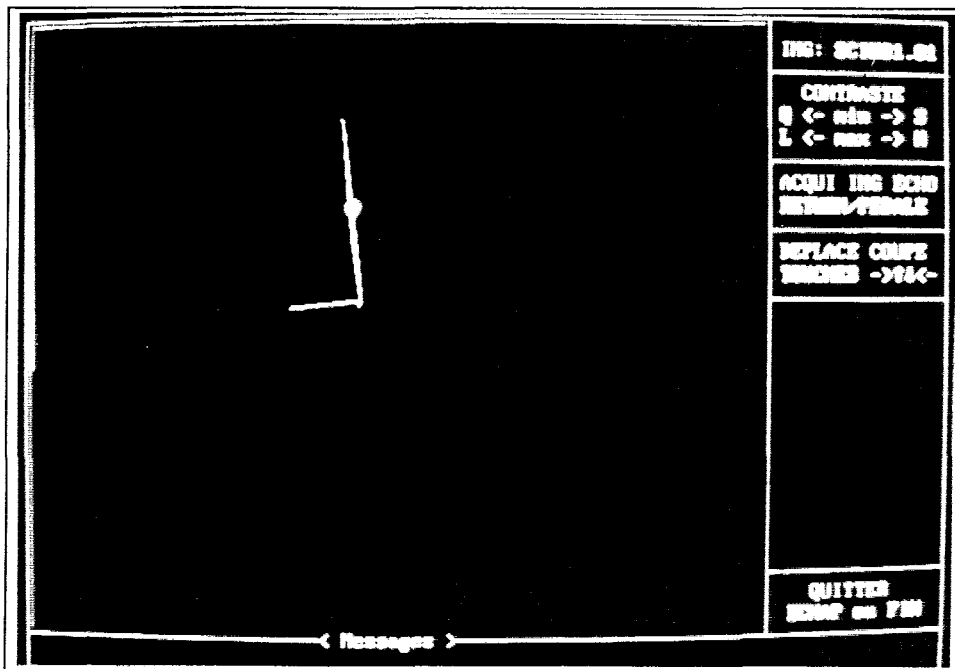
image scintigraphique de la source de cobalt avec le report de la coupe échographique.
